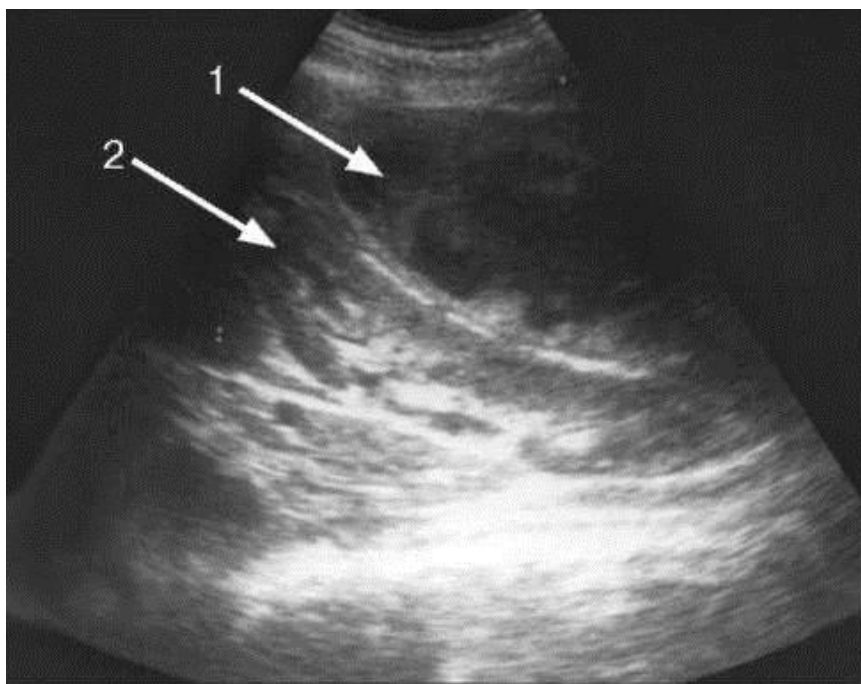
УЗИ почек: 1 — паранефрит; 2 — почка
